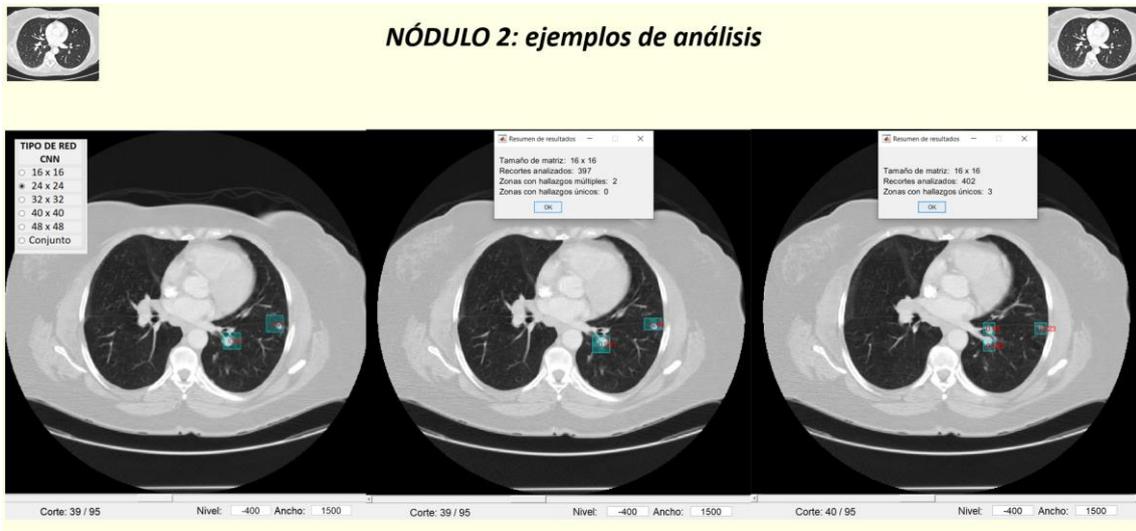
Casos TC de tórax. Caso 11: ejemplos de análisis del nódulo 2
